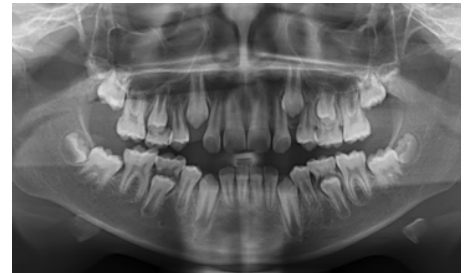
Radiografía panorámica inicial (izquierda) y radiografía panorámica un año después del tratamiento (derecha).
